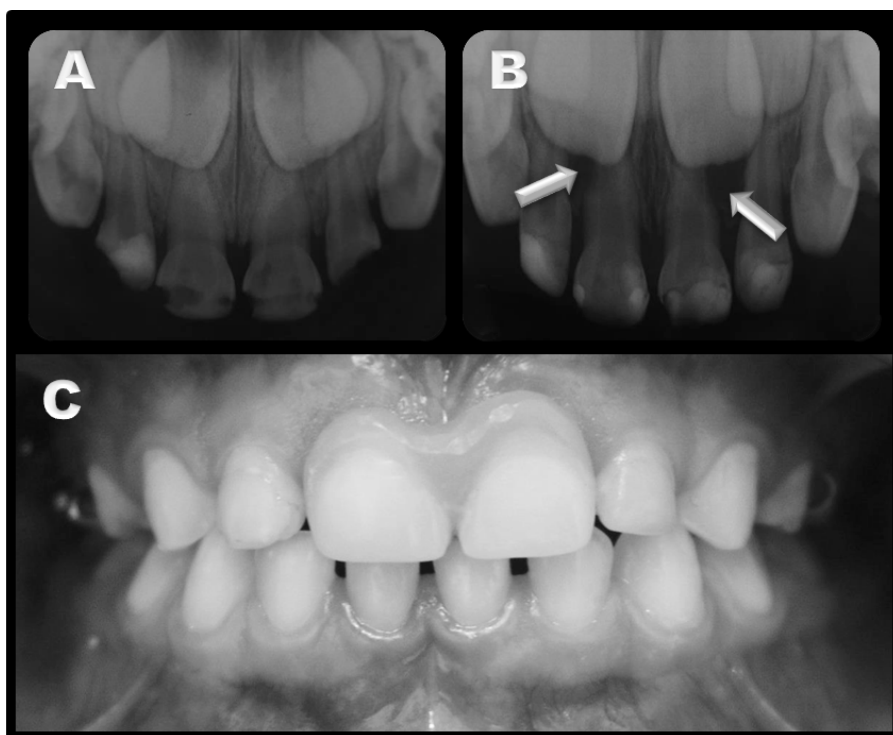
(A) Radiografia periapical modificada dos incisivos superiores anteriores no início do tratamento; (B) Radiografia periapical modificada dos incisivos superiores anteriores após 1 ano de acompanhamento do traumatismo; observar a presença de reabsorção radicular externa nos dentes 51 e 61 (setas); (C) Aspecto clínico final após a colocação do mantenedor de espaço estético-funcional removível
